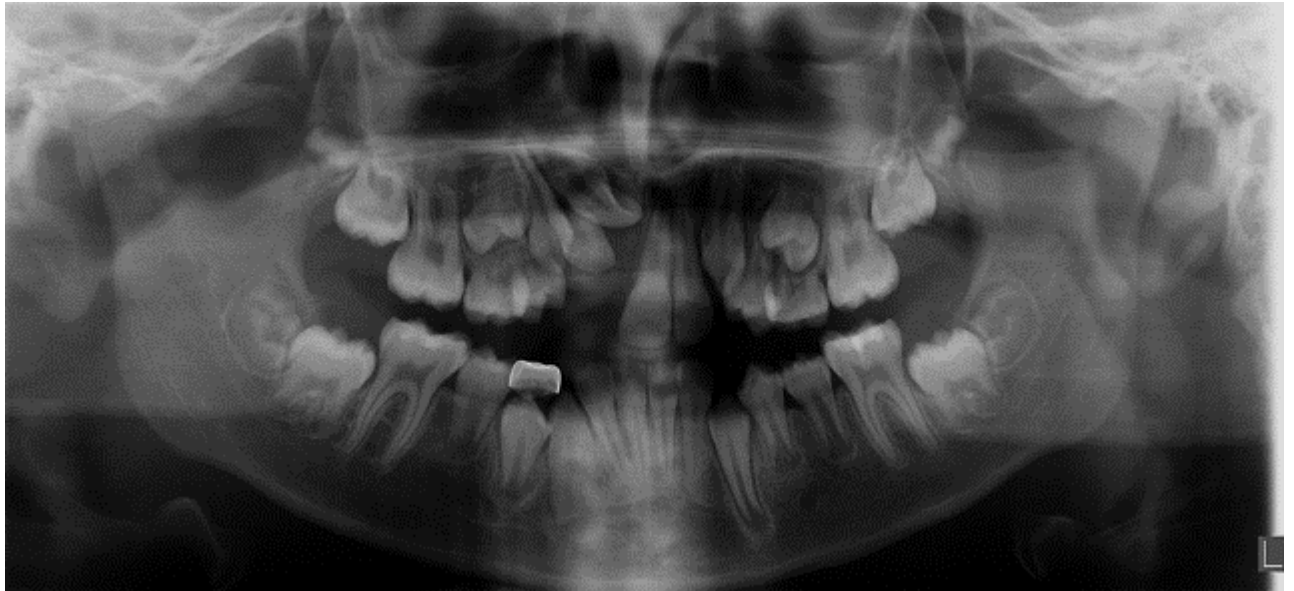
Ortopantomografía. Fuente: Clínica de Admisión, ENES UNAM León.
